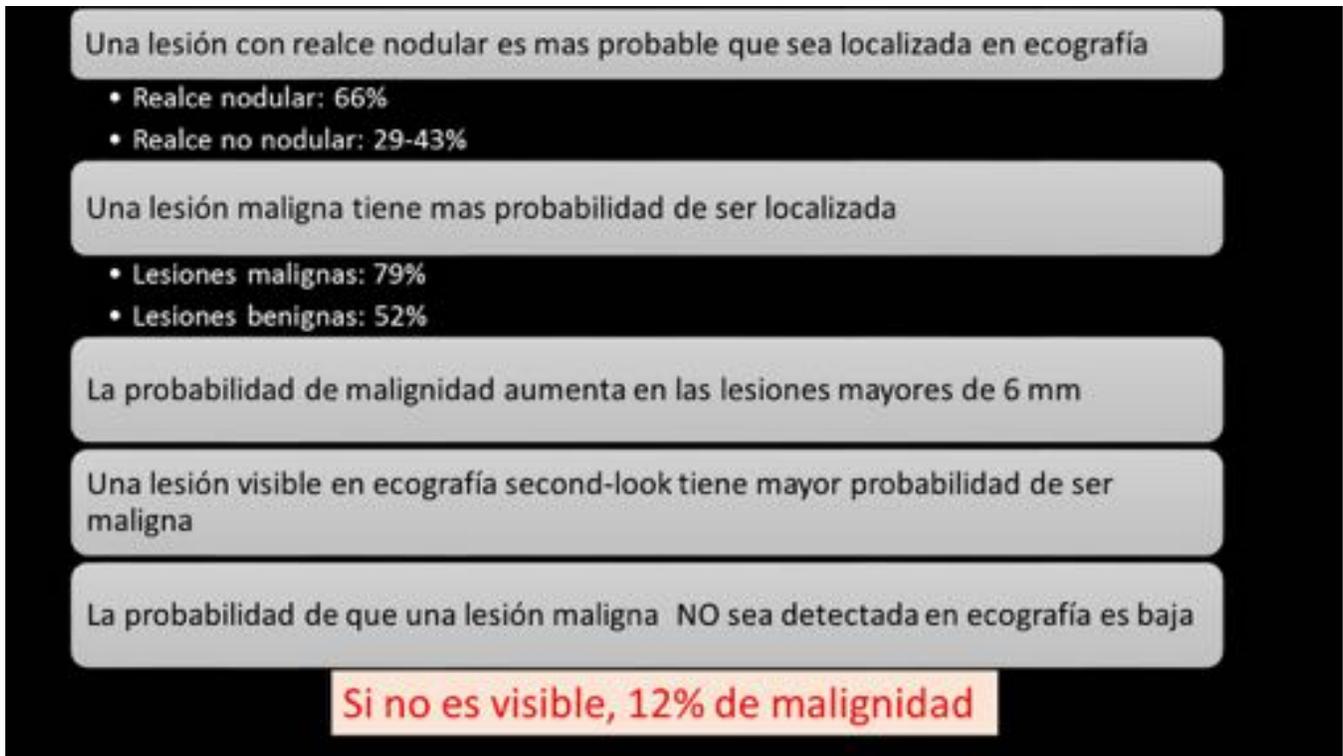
Correlación RM- ecografía.
